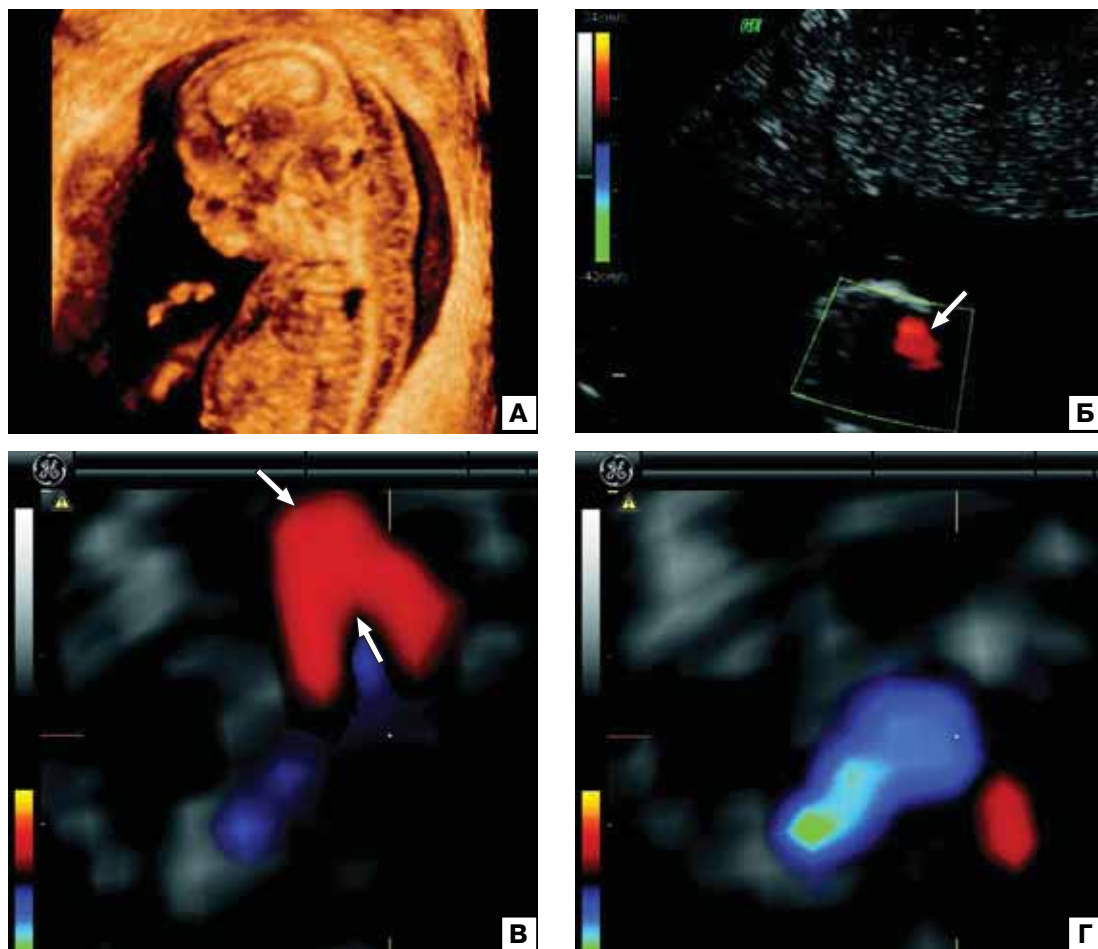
Беременность 12 нед 4 дня. Гипоплазия левых отделов сердца с атрезией аорты. Толщина воротникового пространства плода увеличена до 5,2 мм (А). В режиме ЦДК при двухмерной эхокардиографии видно превалирование потока крови через правые отделы сердца плода (стрелка). В, Г – эхограммы, полученные при использовании технологии DiagnoSTIC в разные фазы сердечного цикла. Отчетливо виден дефект межжелудочковой перегородки (стрелки), антеградный поток в легочной артерии (синий цвет) и небольшой ретроградный поток в восходящей аорте (красный цвет).
